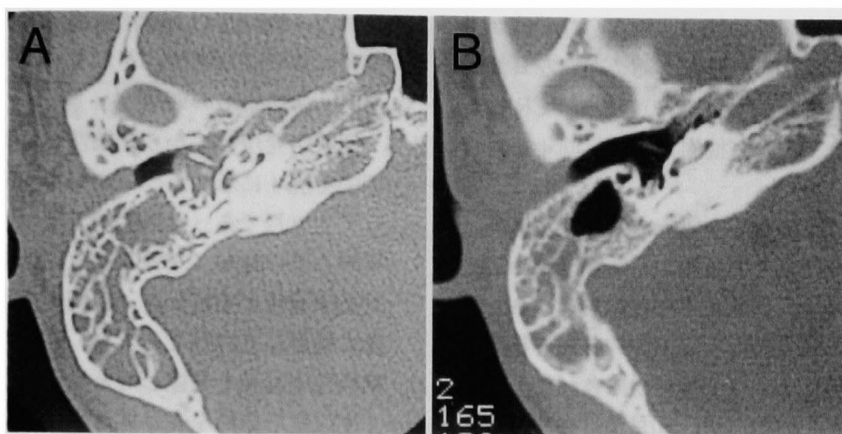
症例3の治療前(A)および治療後(B)の側頭骨CT所見
